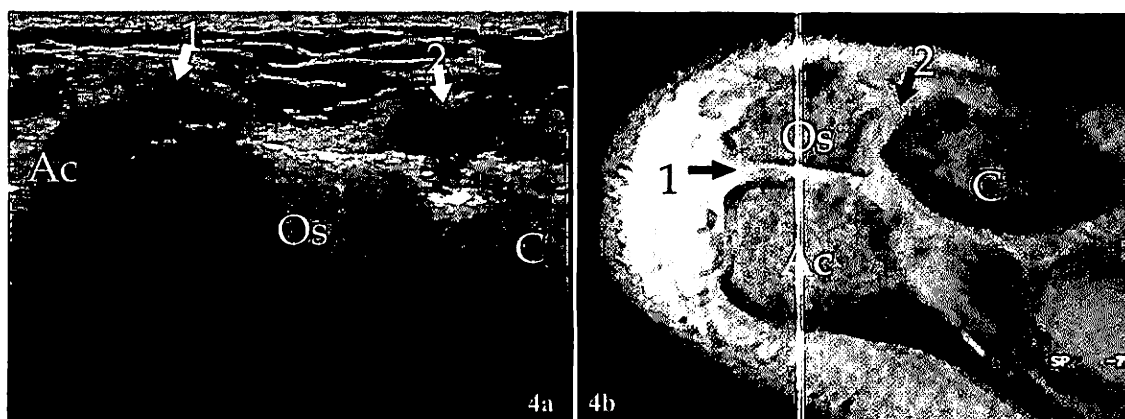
Os acromial. 4a coupe coronale 12-5MHz de l'articulation acromio-claviculaire avec correspondance IRM T2 axial (b) GRE *. La corrélation montre deux articulations (1.2) au lieu d'une, en raison de la présence d'un os acromial (OS) interposé entre l'acromion (Acr) et la clavicule (Cl). Dans le cas présent, l'os acromial n'est pas fusionné. Cette situation favorise un conflit.
